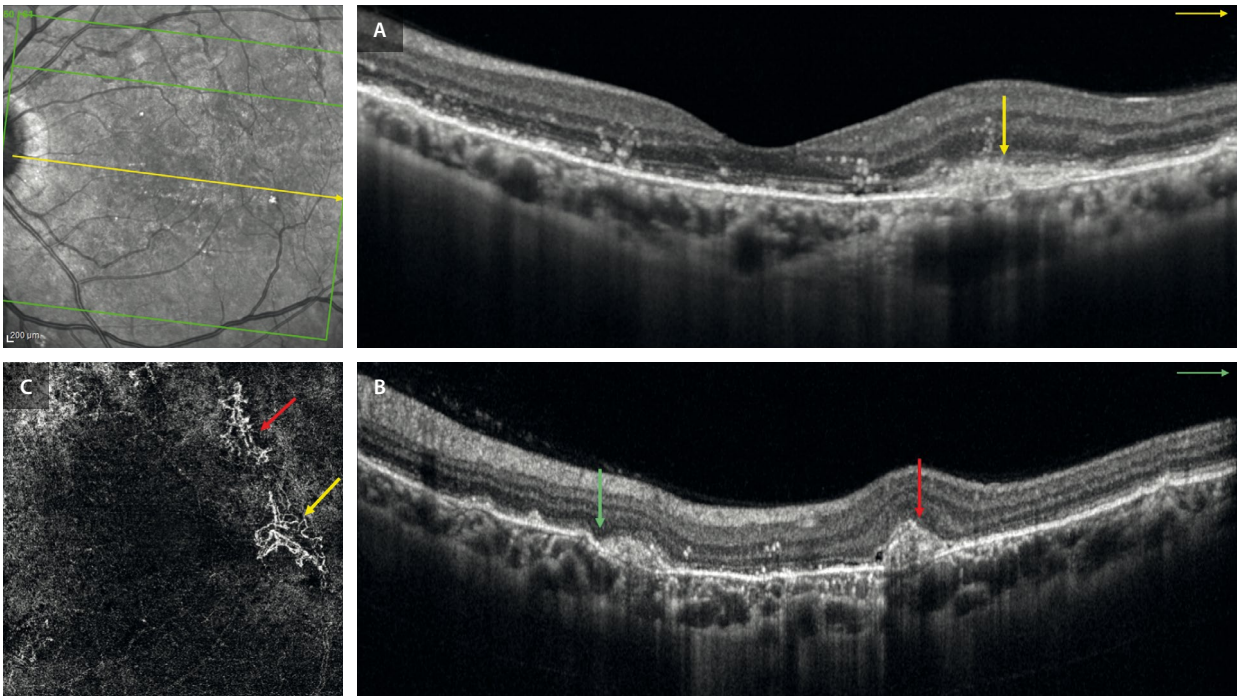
Pseudoxantoma elástico. Hallazgos de la tomografía de coherencia óptica del caso anterior (fig. 43). A) En la angiografía por tomografía de coherencia óptica del ojo izquierdo, en un corte foveal, se observa una membrana de Bruch hiperreflectiva con una ruptura focal que se acompaña de material hiperreflectivo subretiniano (flecha amarilla). B) En otro de los cortes, extrafoveal, se ven múltiples roturas en la membrana de Bruch con aspecto escalonado (flecha verde), con otras áreas de material hiperreflectivo subretiniano (flecha roja). C) En la angiografía por tomografía de coherencia óptica se aprecia que esas áreas de material hiperreflectivo subretiniano corresponden a membranas neovasculares de tipo 2 (flechas amarilla y roja).
